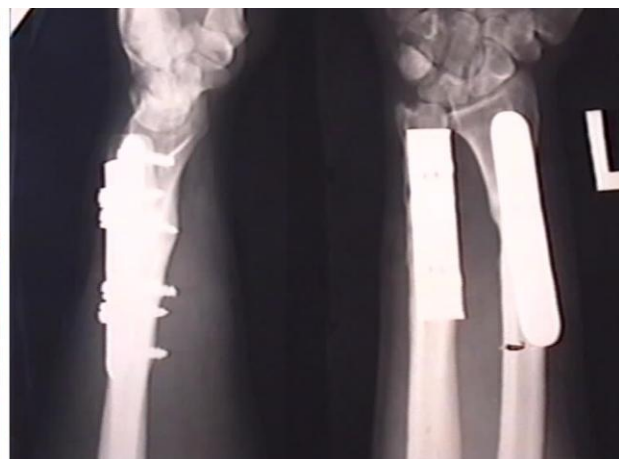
Больной Ч.: а – этап пластики подкожной вены, б – фоторентгенограмма после остеосинтеза пластинами.
